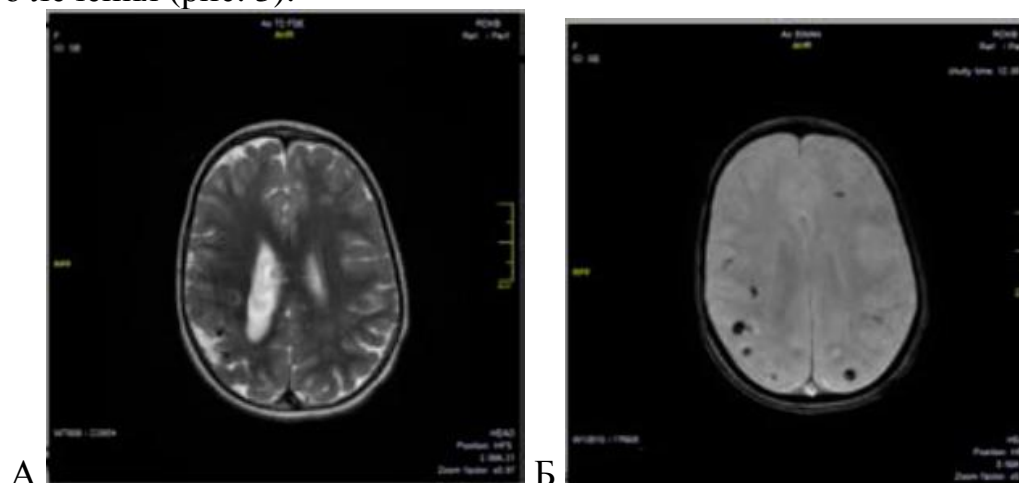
Пациент Г, 10 мес. МРТ 3Т, аксиальная проекция, ИП T2 (А), ИП SWAN (Б). СШВ. Множественные лептоменингеальные «ангиомы», на SWAN более отчётливо виден билатеральных характер поражений
